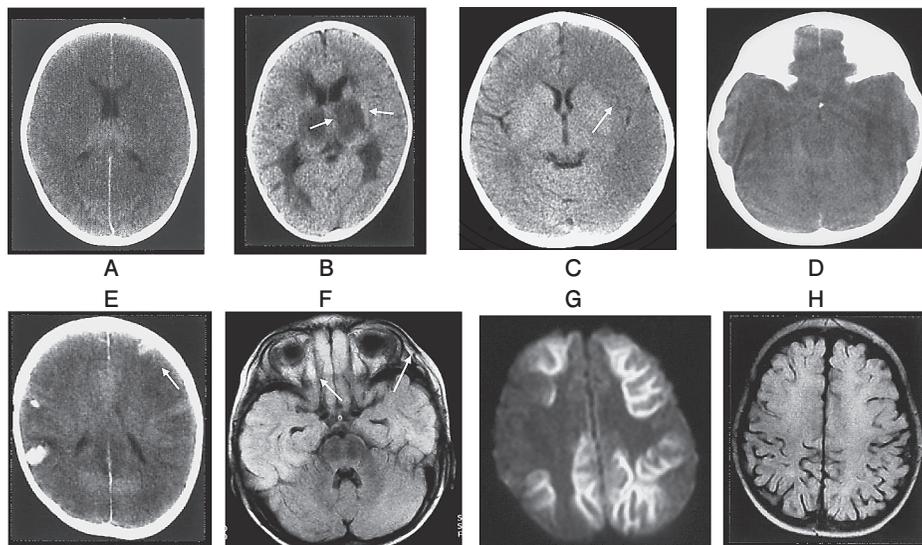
インフルエンザ脳症のBrain CT/MRI画像
